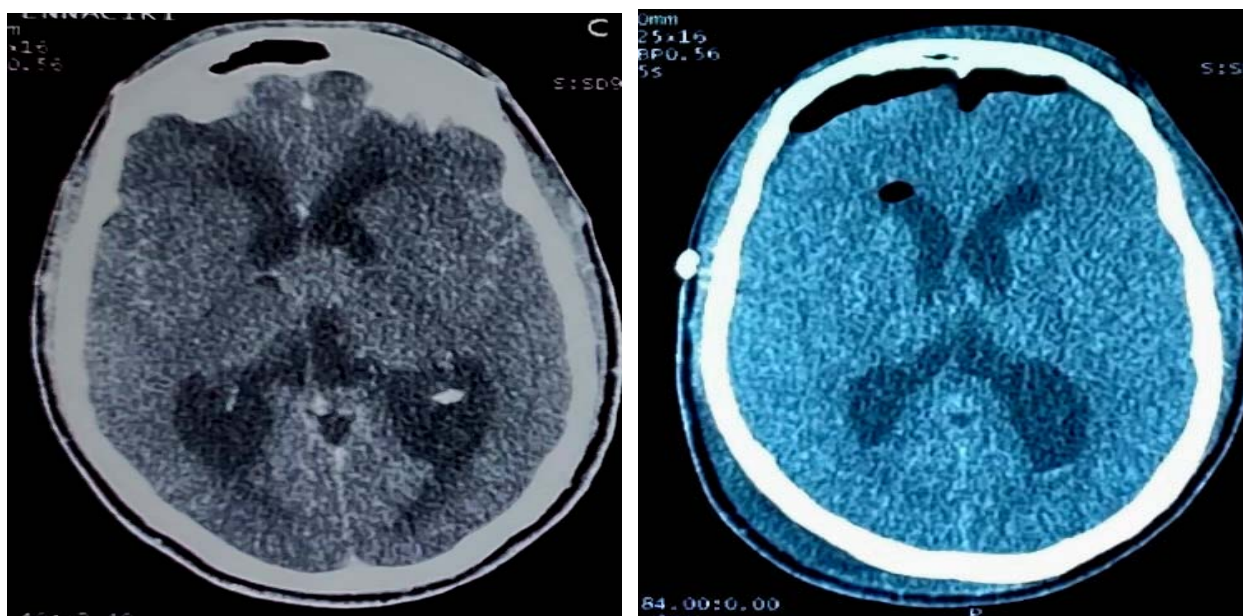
à gauche TDM cérébrale coupe axiale qui montre une formation arrondie, assez bien limitée, de densité tissulaire avec une dilatation biventriculaire active. A droite TDM cérébrale de contrôle. Coupe axiale qui montre une dilatation tri ventriculaire avec hémorragie au niveau du V3 et les cornes occipitales des VL avec disparition du kyste colloïde du V3.
